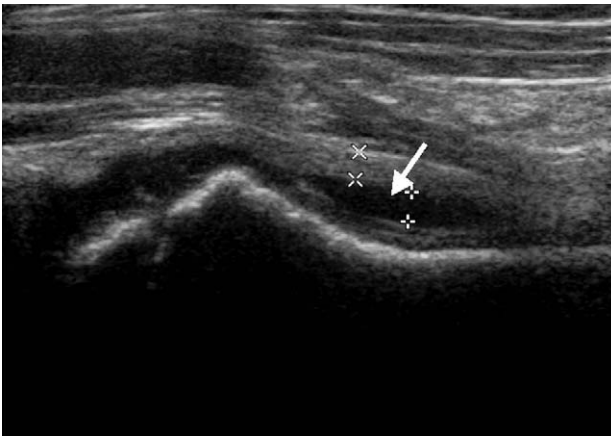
Sagittal ultrasound image of hip joint reveals subtle increase of intra-articular fluid (arrow).
